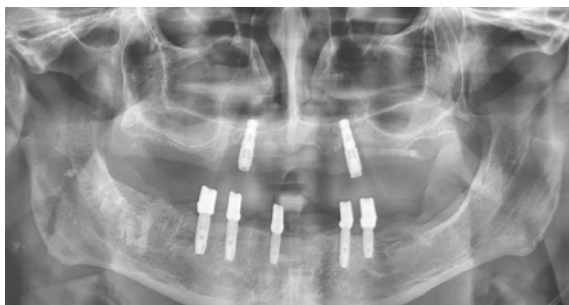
Röntgenkontrollaufnahme eineinhalb Jahre nach Implantation: im Oberkiefer die beiden noch verbliebenen Altimplantate in Regio 13 und 23.
